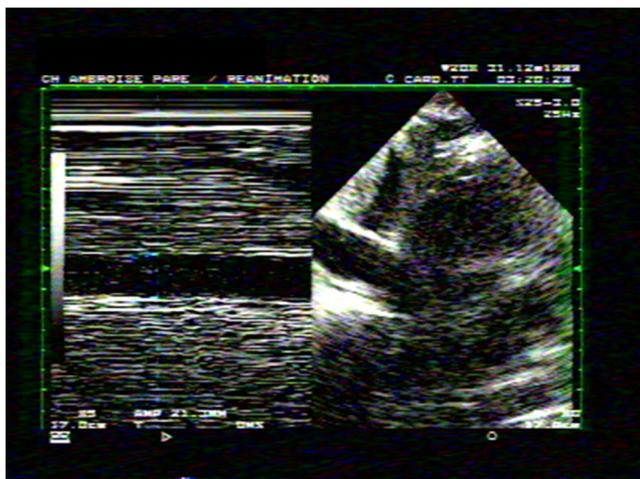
Dilatation de la veine cave inférieure (VCI) mise en évidence lors d'une échocardiographie transthoracique en mode temps-mouvement (TM) par voie sous-costale
